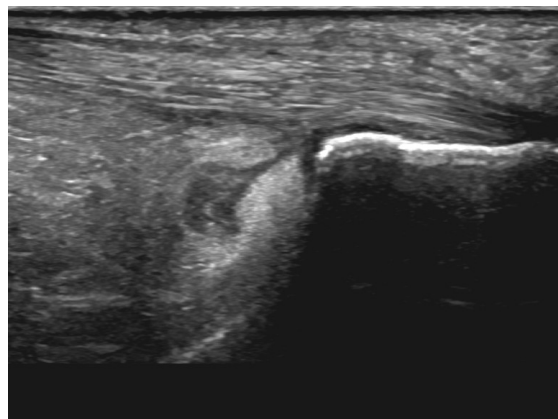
coupe échographique sagittale montrant une bursopathie préachilléenne sur maladie de Haglund
